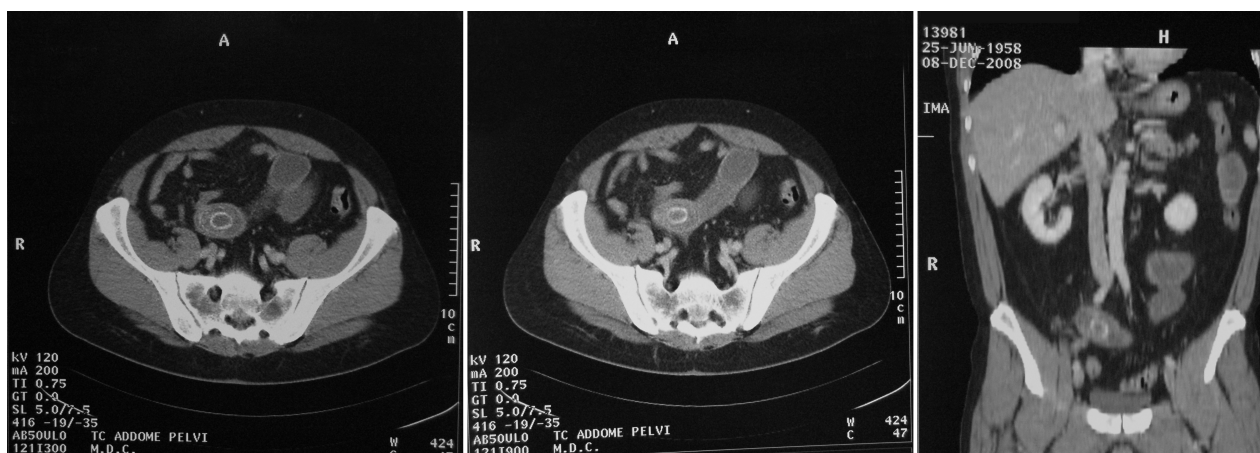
TC. Presenza di immagine a bersaglio riferibile ad un calcolo nel lume del tenue che ne viene ostruito.
